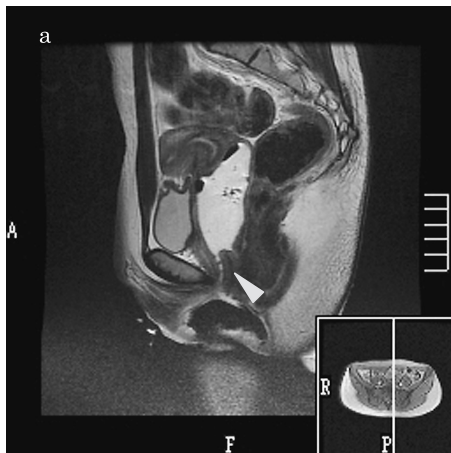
The pelvic sagittal (a) and transverse (b) MR images show the tumor originates from the vaginal posterior wall (arrow heads).
